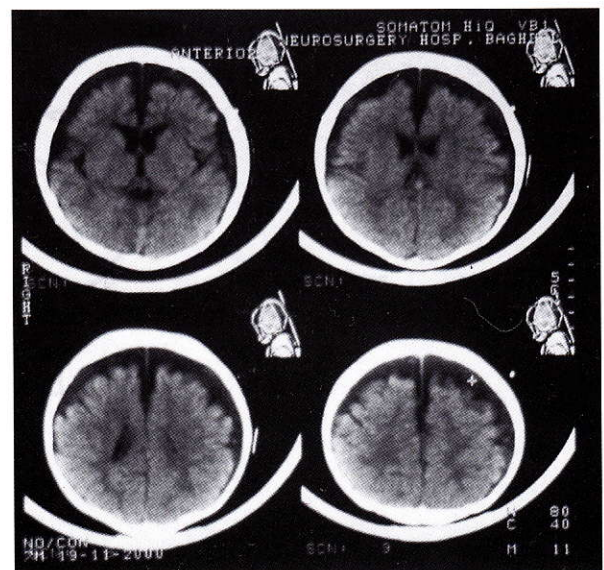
Case No. 2 CT scan showing frontoparietal cerebral atrophy
